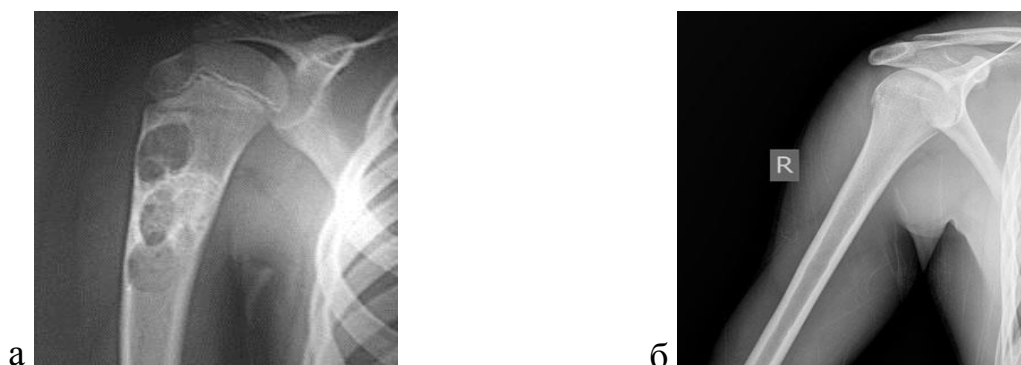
Рентгенография правой плечевой кости в прямой проекции до лечения (а) и после лечения методом КД с органотипической перестройкой костной ткани в области кисты (б)
